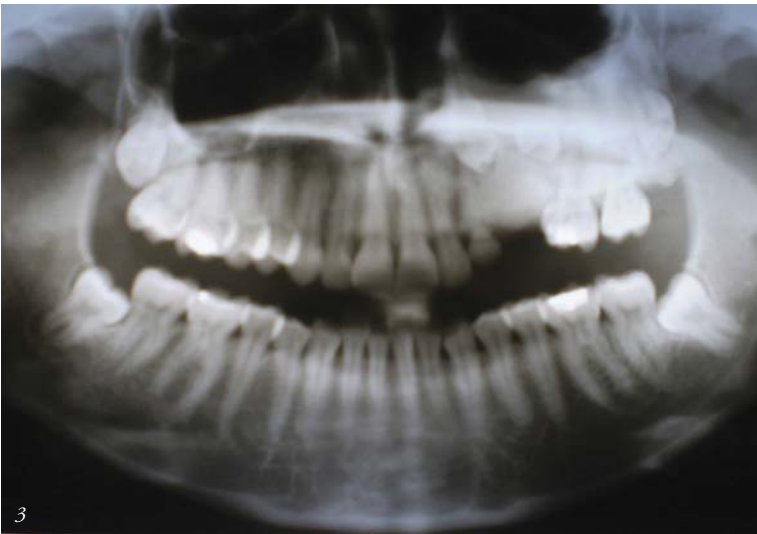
Radiografía panorámica donde se puede observar una masa radiopaca lateral al canino temporal.
